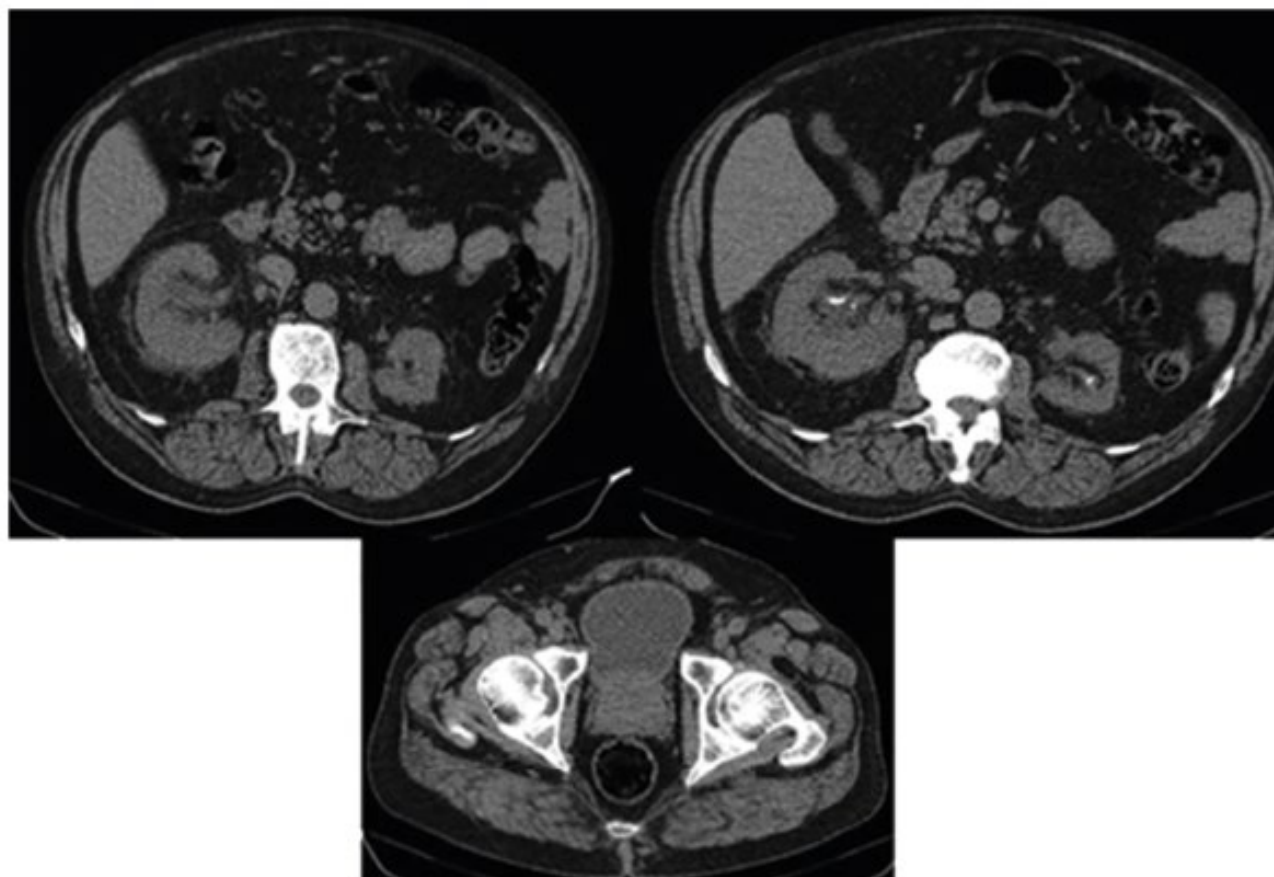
Компьютерная томография через год перорального приема L-метионина.
